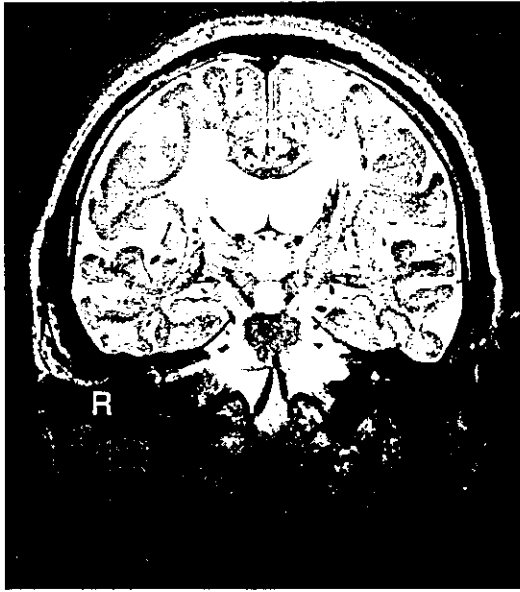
多発性ラクナ梗塞による皮質下性血管性痴呆の40代におけるMRI T2強調画像冠状断
